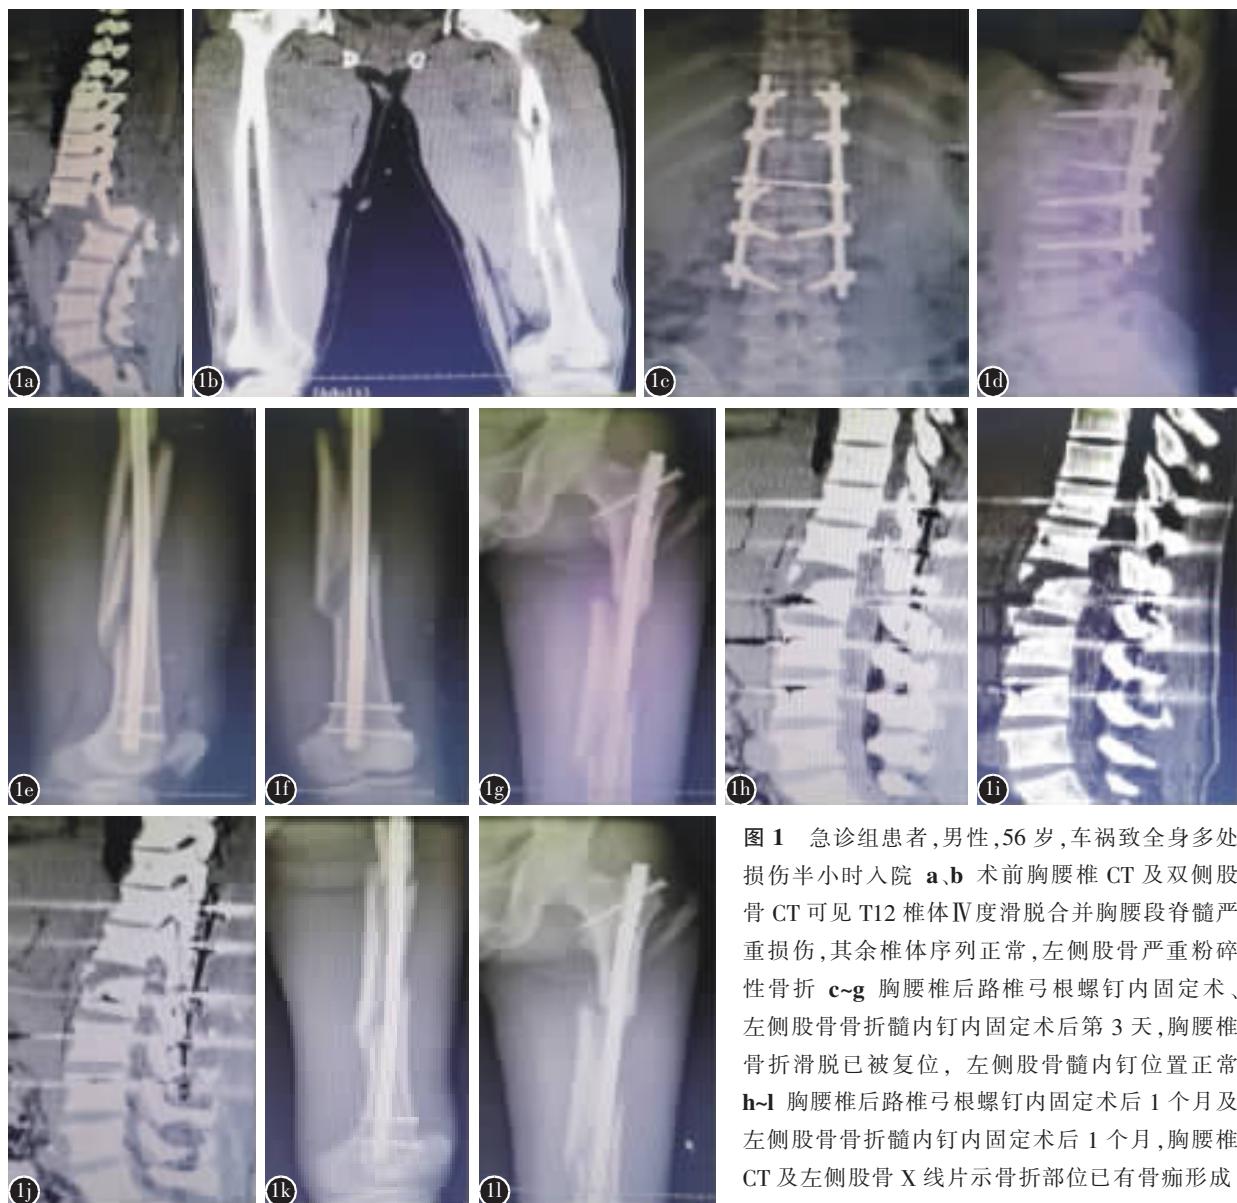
急诊组患者,男性,56岁,车祸致全身多处损伤半小时入院 a,b 术前胸腰椎 CT 及双侧股骨 CT 可见 T12 椎体Ⅳ度滑脱合并胸腰段脊髓严重损伤,其余椎体序列正常,左侧股骨严重粉碎性骨折 c~g 胸腰椎后路椎弓根螺钉内固定术、左侧股骨骨折髓内钉内固定术后第 3 天,胸腰椎骨折滑脱已被复位,左侧股骨髓内钉位置正常 h~l 胸腰椎后路椎弓根螺钉内固定术后 1 个月及左侧股骨骨折髓内钉内固定术后 1 个月,胸腰椎 CT 及左侧股骨 X 线片示骨折部位已有骨痂形成
